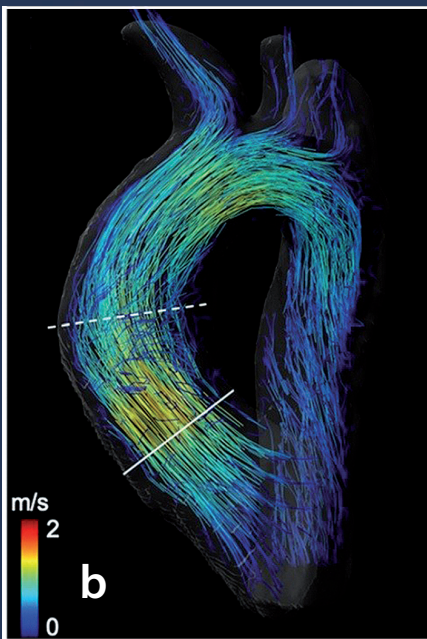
4D-Fluss-MRT-basierte Charakterisierung der Flussdynamik bei einem 24-jährigen Patienten mit bikuspidaler Aortenklappe vor (a) und nach (b) Aortenklappenrekonstruktion. Vor Aortenklappenrekonstruktion (a) zeigt sich eine beschleunigte exzentrische und asymmetrische Strömung (dargestellt durch gelbe und rote Linien) und ein ausgeprägtes helikales Strömungsmuster (Pfeile) in der Aorta ascendens. Nach erfolgreicher Aortenklappenrekonstruktion (b) zeigt ein zentrales Strömungsmuster parallel zur Gefäßwand der Aorta ascendens ohne Insuffizienz der Aortenklappe. Adaptiert von Lenz, Petersen et al. (27)
